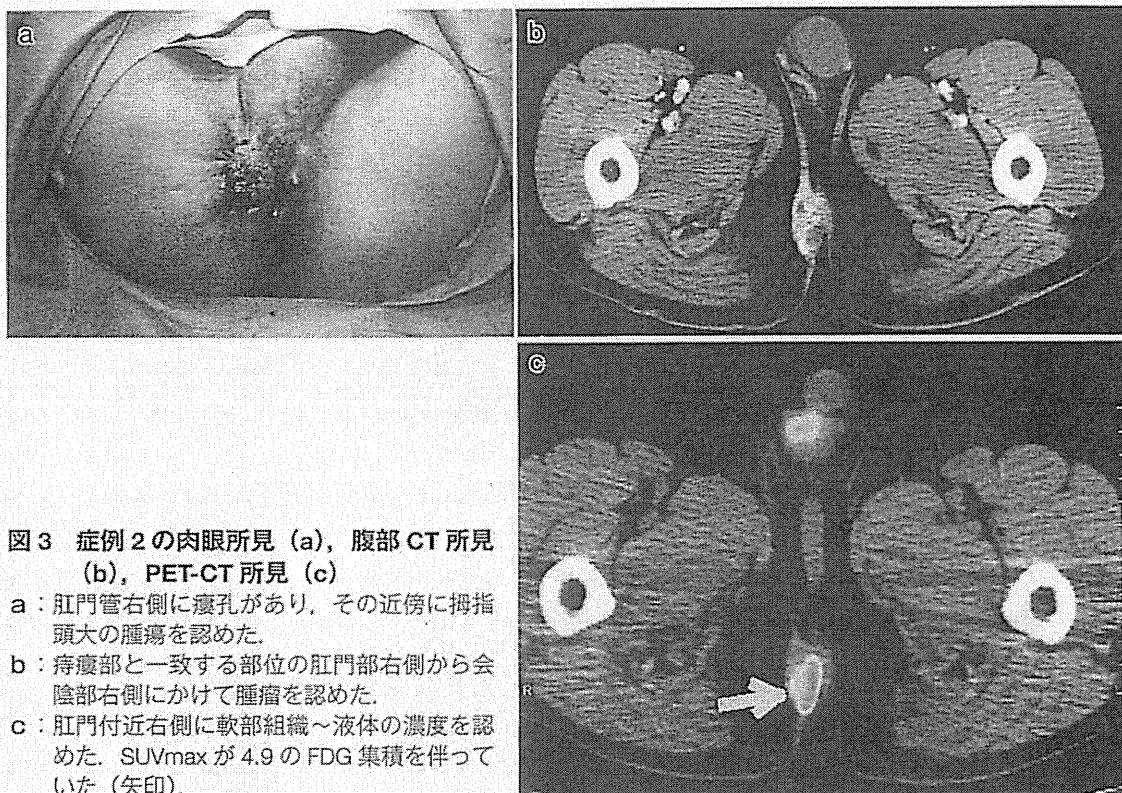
症例2の肉眼所見(a), 腹部CT所見(b), PET-CT所見(c)
